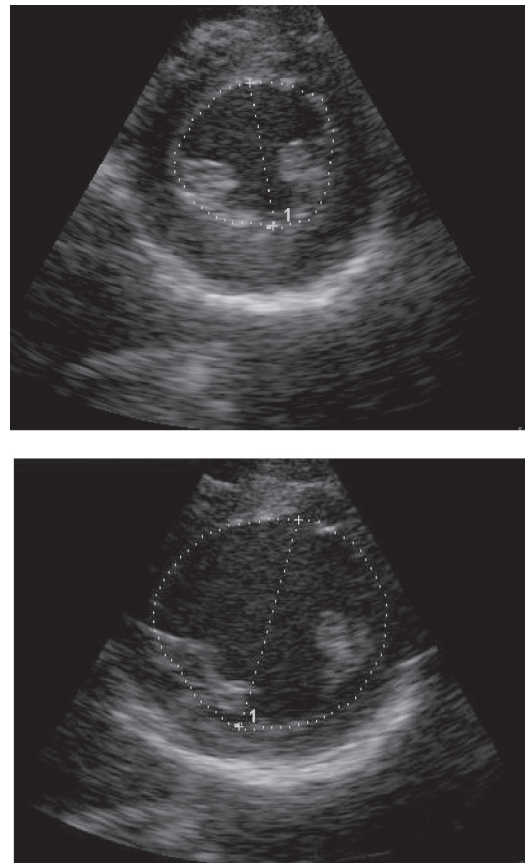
Imágenes delimitadas del ecocardiograma a2 en sístole y diástole correspondientes al prototipo P1.
